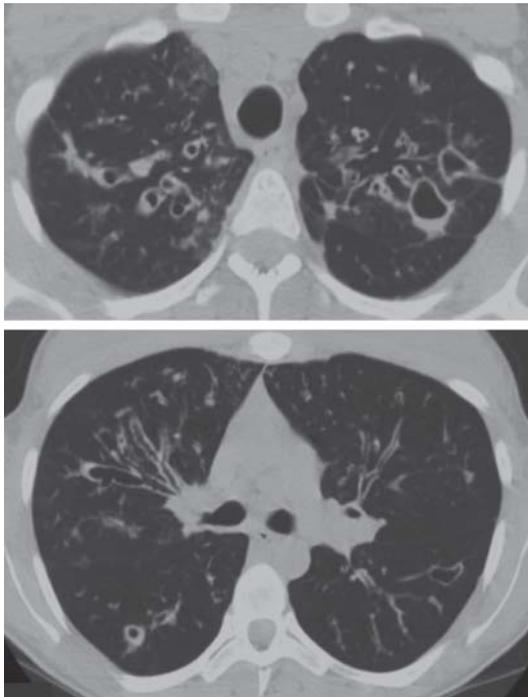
Δ 508F変異ホモ接合体患者の胸部CTスキャン像
